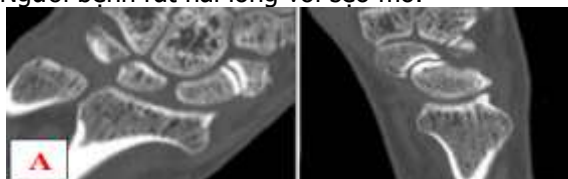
A: CT-scan cho thấy gãy xương thuyền 2 vị trí và rộng khe khớp thuyền-nguyệt. B: Ổ gãy xương thuyền và khớp thuyền nguyệt trước và sau nắn chỉnh qua nội soi. C: CT-scan cho thấy lành xương thời điểm 8 tuần. D: Tâm vận động cổ tay lúc 20 tuần (Nguồn: tác giả)
